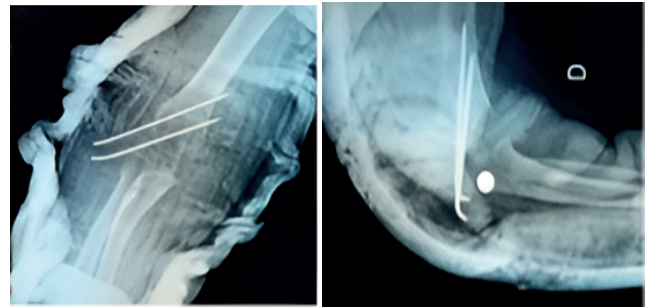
Radiographie post opératoire de face et de profile de notre patient
